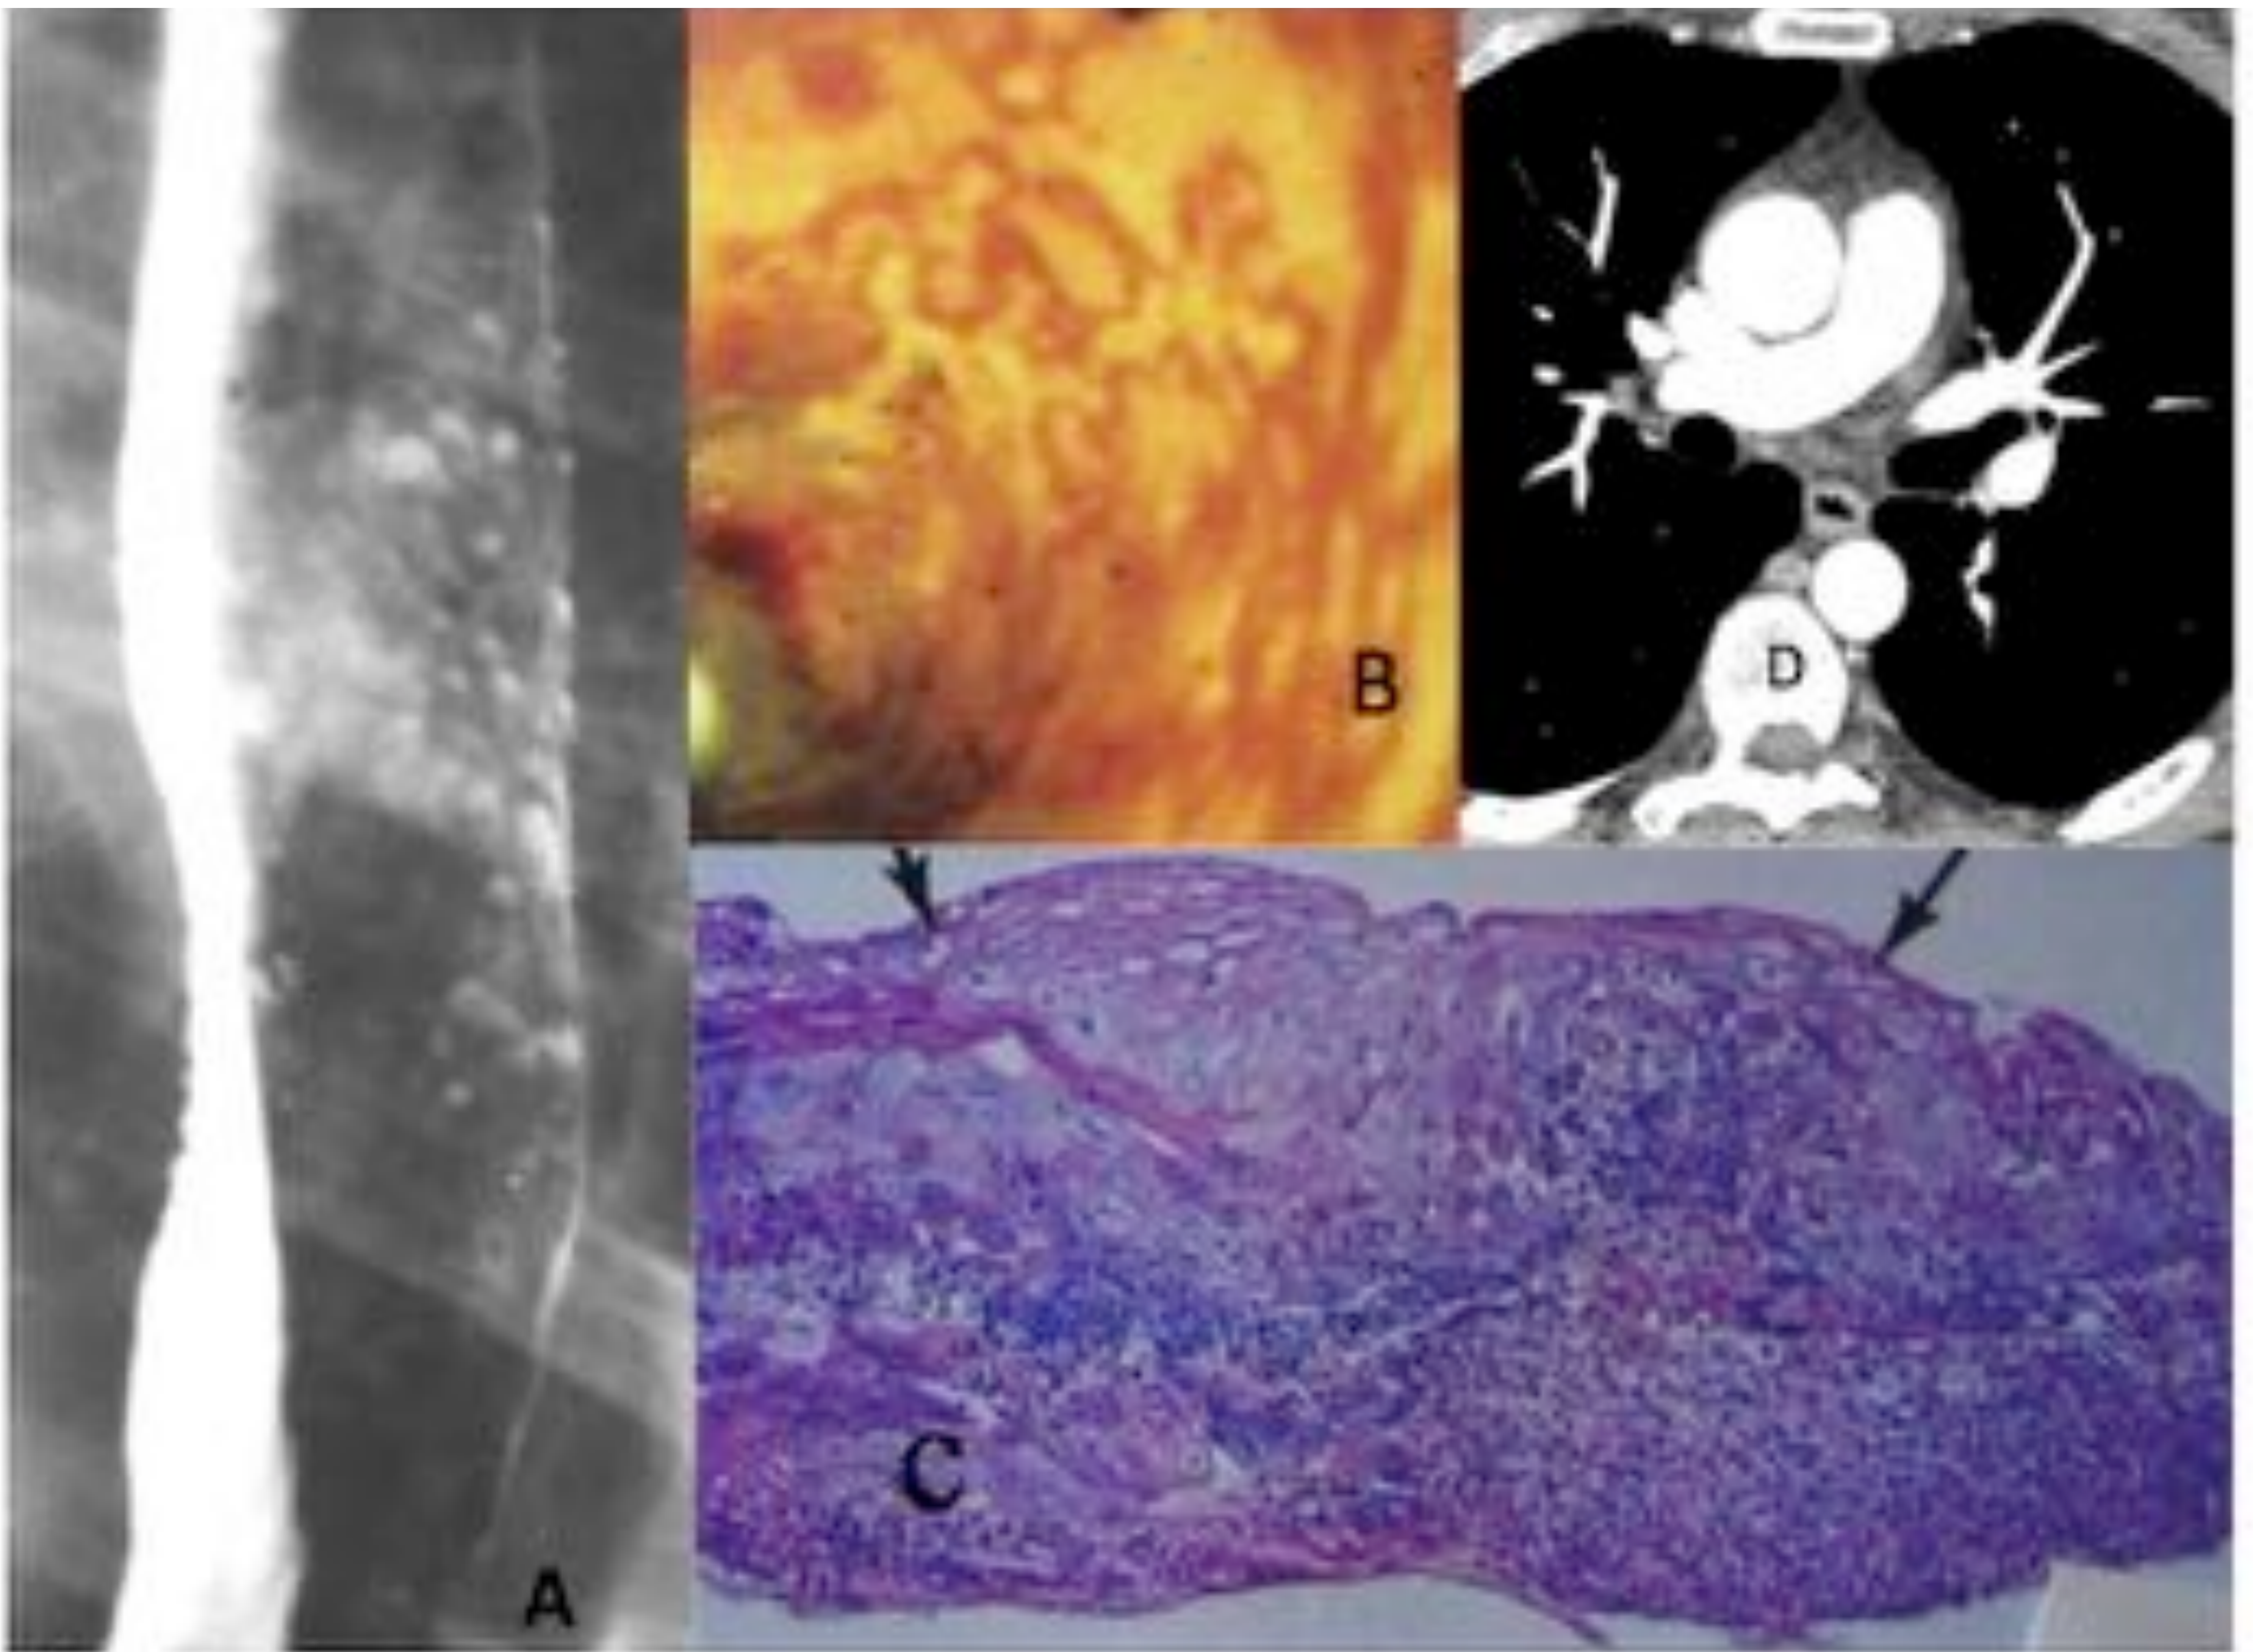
Esofagitis herpética. El esofagograma (A) muestra pequeñas úlceras que se confirman en la endoscopia (B) e histológicamente (C). El TC muestra engrosamiento mural difuso (D).
